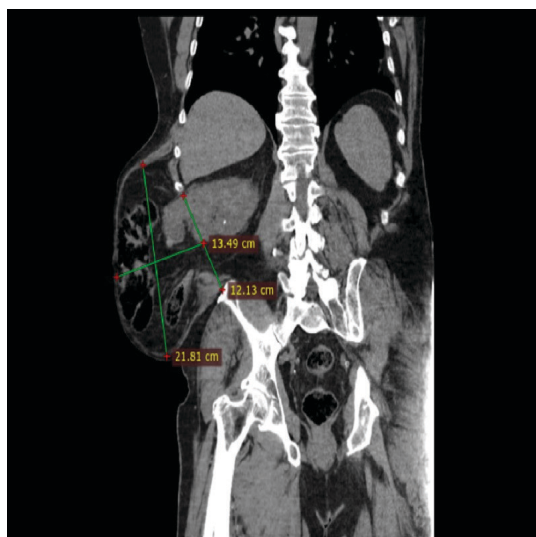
Изображение КТ: рецидивная поясничная грыжа с измерением размеров грыжевого мешка и грыжевых ворот. Фронтальный срез
